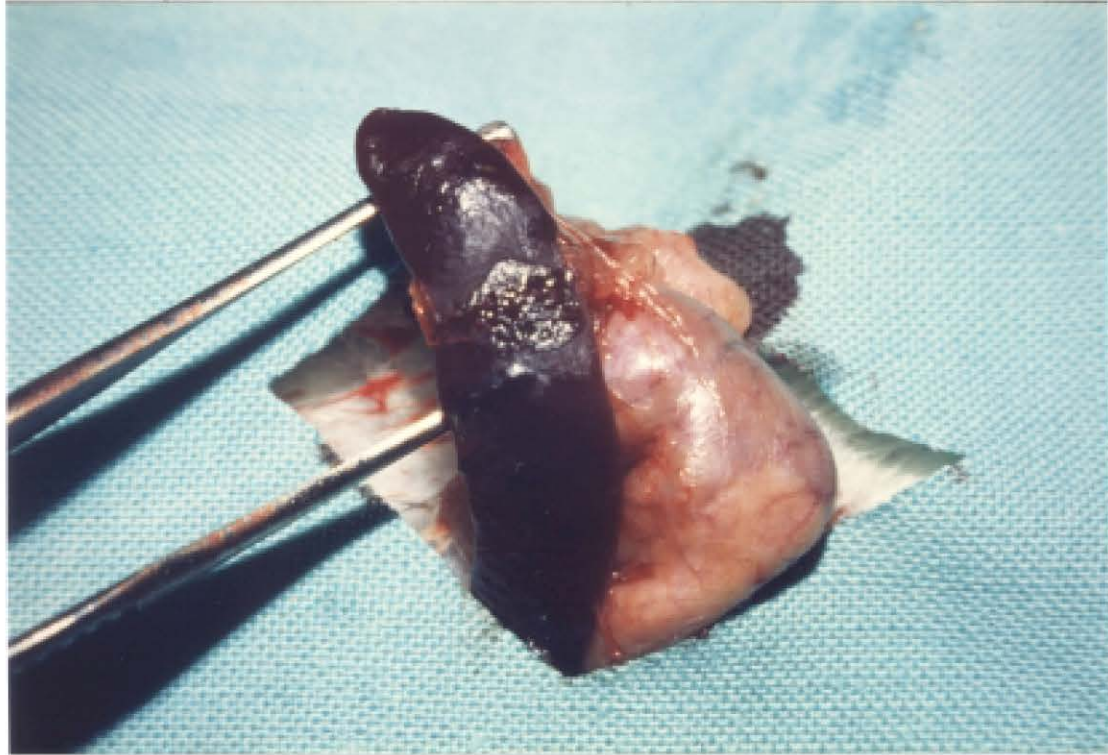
Cicatriz esplénica tras reparación de rotura con 2-butilo-cianoacrilato más ultrasonidos.
